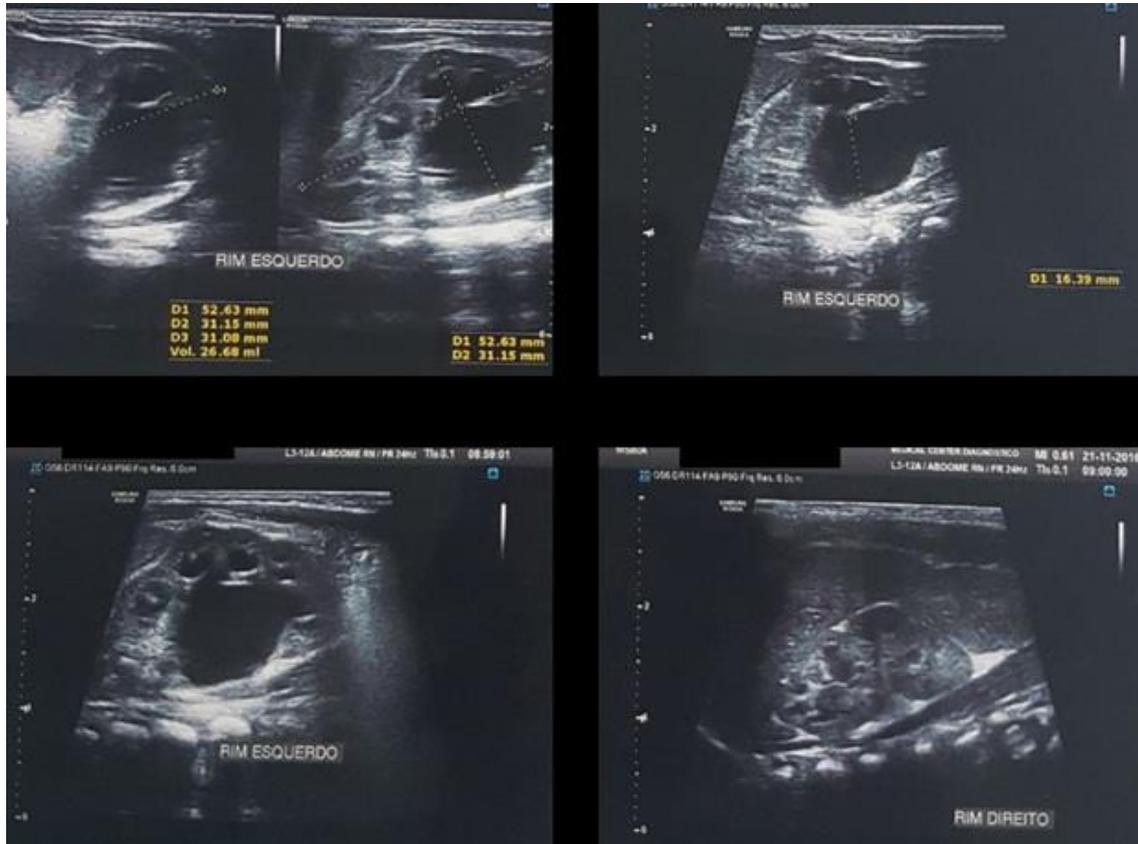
Ultrassonografia pós natal evidenciando hidronefrose grau 3 apenas nos terços médio e inferior do rim esquerdo (fonte: arquivo pessoal).
